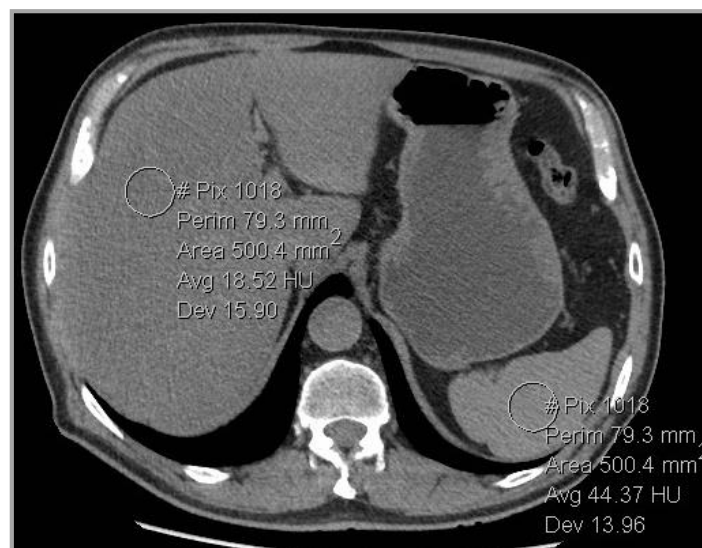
Corte axial de TC sin contraste iv a nivel hepático. Hígado que muestra una densidad disminuida (18UH), siendo asimismo menor que la densidad del bazo (44UH), indicativo de esteatosis hepática.
